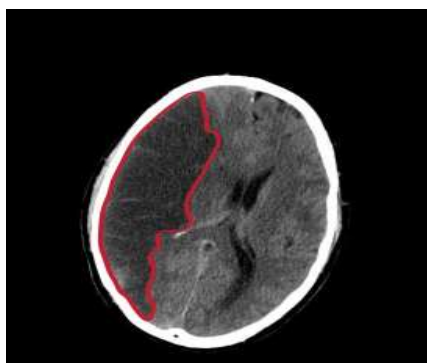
Комп'ютерна томограма головного мозку при ішемічному інсульті
